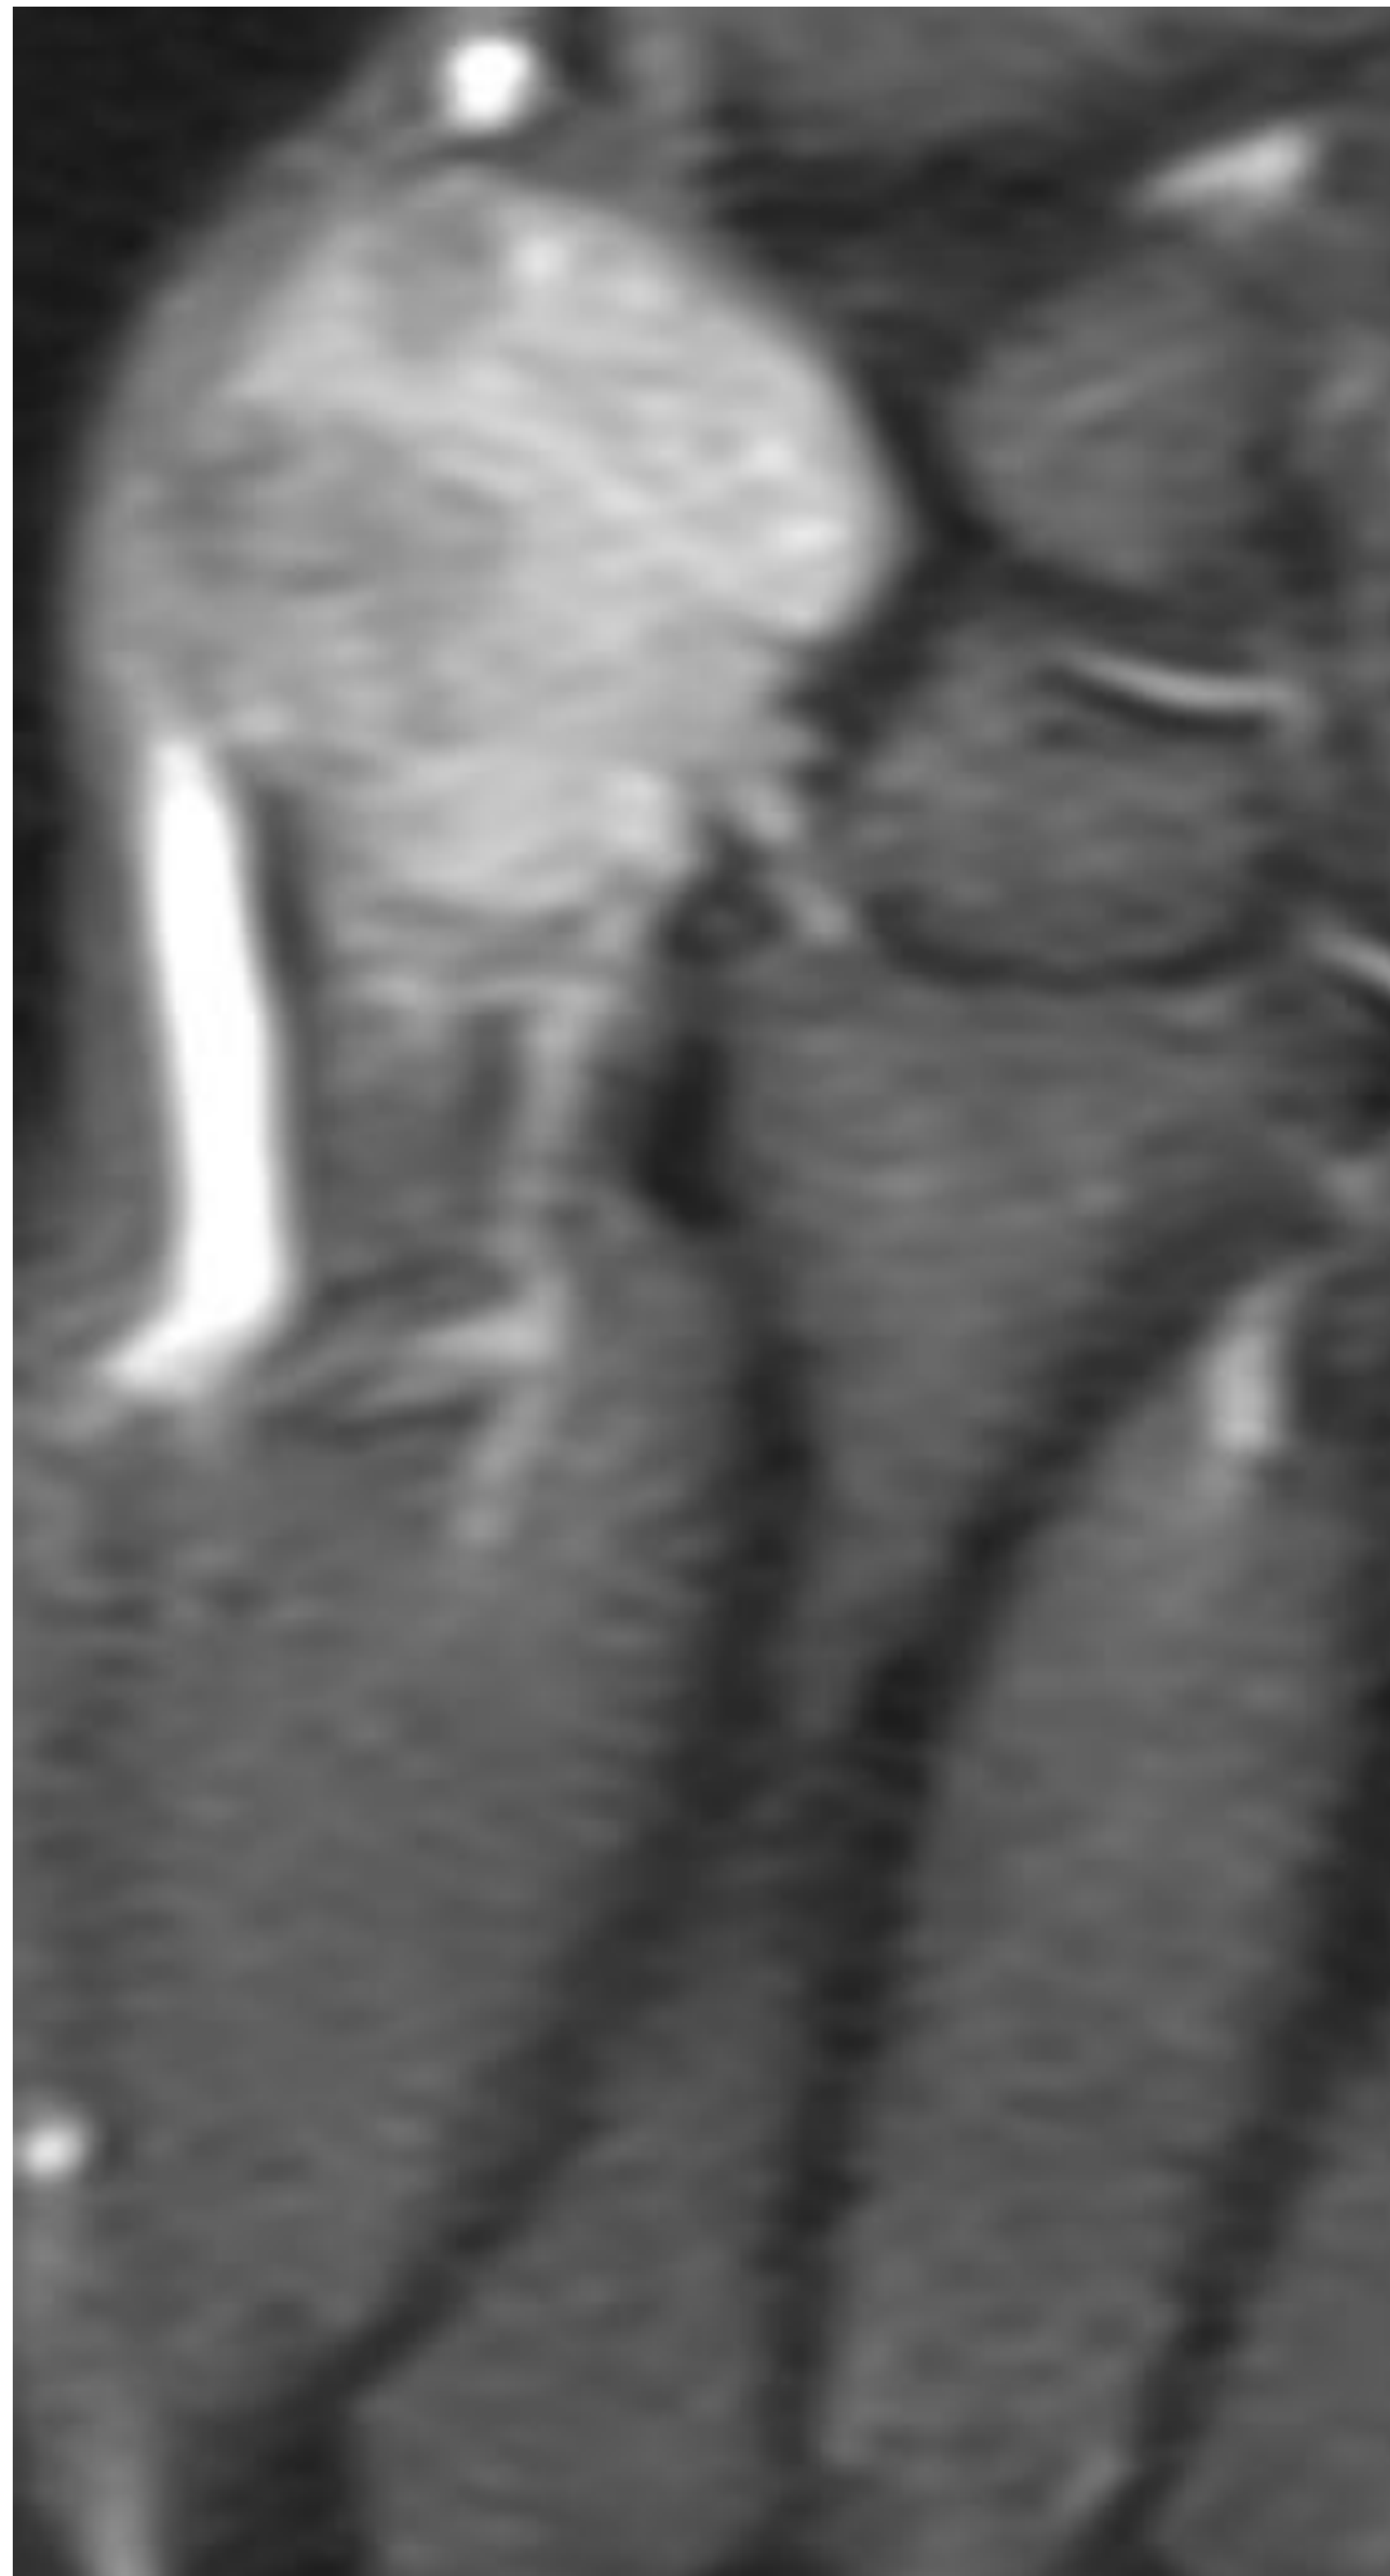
RM con contraste en la que se observa una lesión sólida que realza con el contraste de manera homogénea, de aspecto tumoral y que contacta con estructura tendinosa adyacente. Las características de la imagen sugieren un tumor de origen miofibroblástico/ fibrohistiocítico o bien dado su contacto con el tendón extensor radial del carpo podría corresponderse con un tumor de células gigantes siendo menos probable un fibroma.
